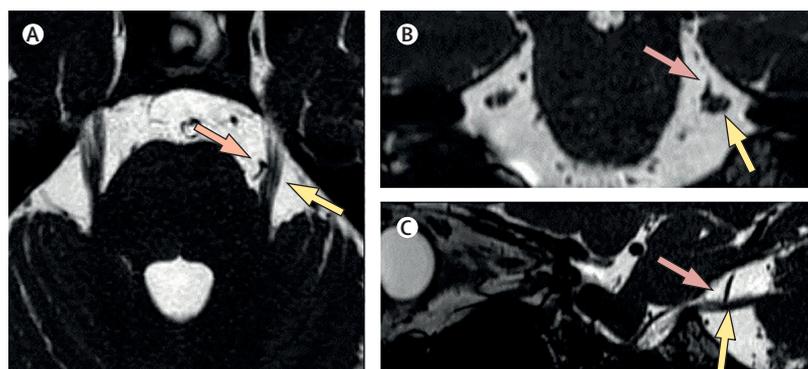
Risonanza magnetica di un paziente affetto da nevralgia trigeminale classica sinistra che mostra immagine riferibile a conflitto neurovascolare con alterazioni morfologiche della radice del V nervo cranico omolaterale. Sequenze RM bilanciate echo fast dei piani assiale (A), coronale (B) e sagittale (C) della fossa posteriore con evidenza di compressione del nervo trigemino sinistro (freccia gialla) causata dall'arteria cerebellare inferiore anteriore sinistra (freccia rossa)<sup>(13)</sup>.
